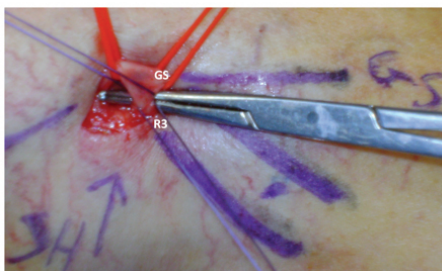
Isolamento di un punto di reflusso R2-R3, con deconnessione dell'R3 a raso della parete safenica (GS). Si noti la precisione del mappaggio ultrasonoro preoperatorio nell'identificare la posizione della GS e del R3.
